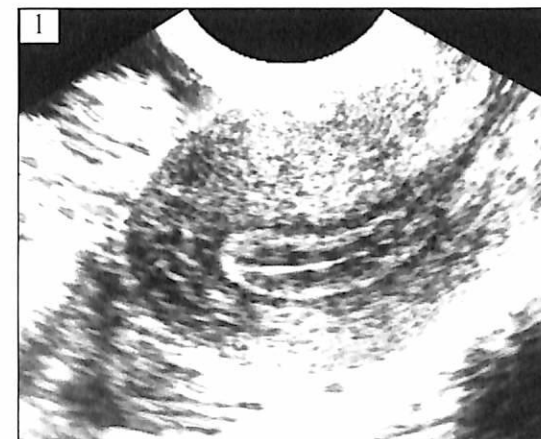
(1, 2). Фолликулярная киста с мелкодисперсным содержимым, обнаруженная у 24-летней женщины, обратившейся на УЗИ с подозрением на БРС (задержка месячных 9 дней, тест на ХГ не сделан, жалоб нет).
